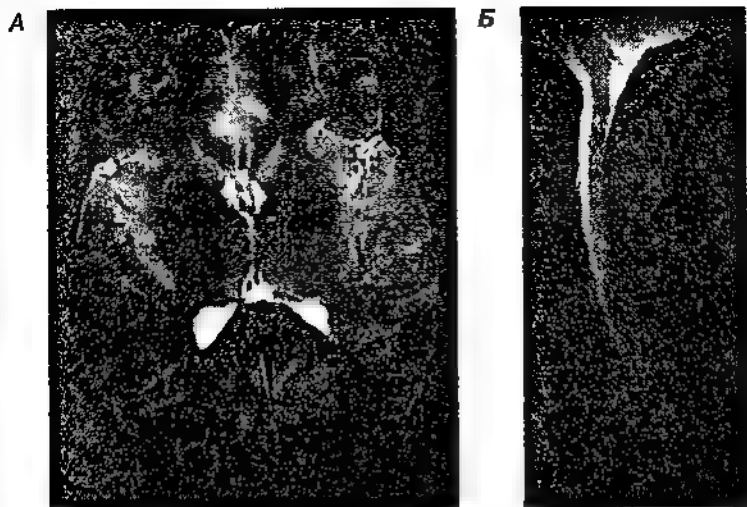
А — T2-взвешенная аксиальная томограмма головного мозга на уровне чечевицеобразных ядер. Серое вещество выглядит более ярким, чем белое вещество. Наибольшей яркостью отличается изображение ЦСЖ в боковом и третьем желудочках; изображение хвостатых ядер, скорлупы, таламуса ярче, чем изображение бледного шара; Б — T2-взвешенное изображение с градиентным формированием эхо-сигнала на уровне шейного отдела спинного мозга в сагиттальной проекции. Сигнал высокой интенсивности от ЦСЖ обеспечивает «миелографический» эффект. Четко визуализируется область краниовертебрального перехода
